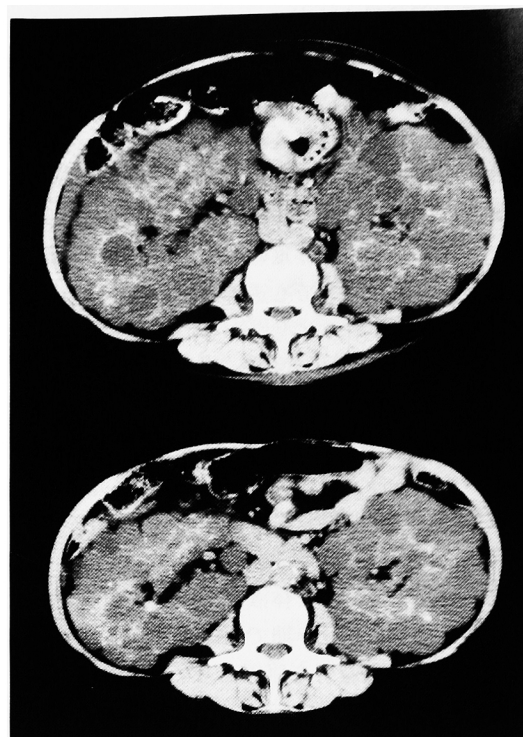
(a) Abdominal CT (upper) shows abdominal distension due to bilateral renal cysts. (b) Abdominal CT (lower) 4 months after bilateral TRAE shows improvement of addominal distension, and 46% decrease in size of the right kidney and 21% decrease in size of the left kidney.
